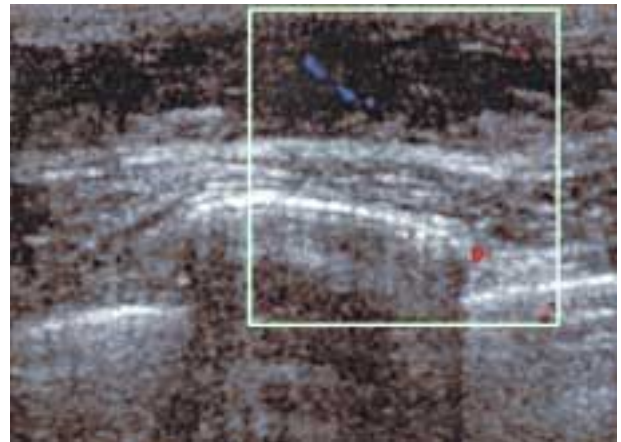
Ginecomastia. Il color Doppler evidenzia scarso segnale vascolare, con aspetto lineare e decorso regolare dei vasi.
